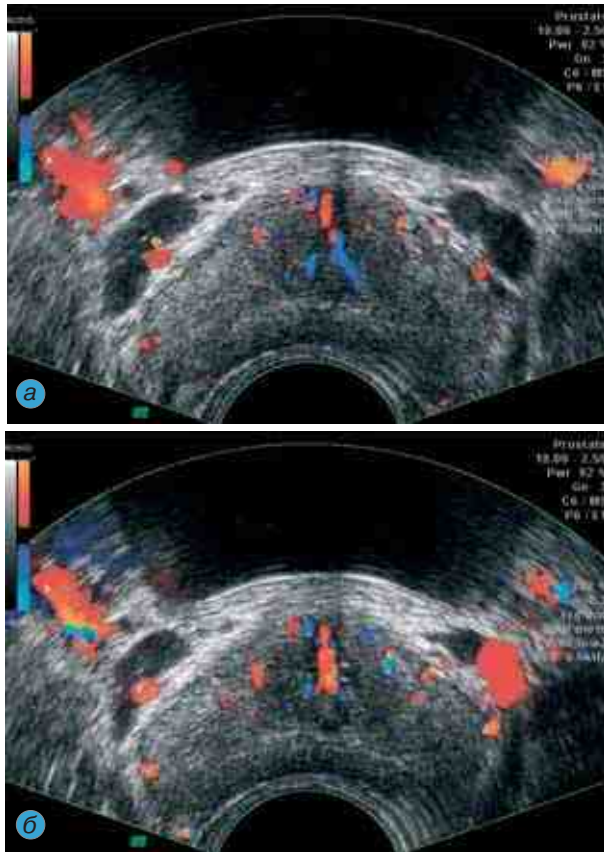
ТРУЗИ при венозном застое в малом тазу. Цветовая доплерограмма: а — визуализируются расширенные перипростатические вены; б — при проведении пробы Вальсальвы отчетливо фиксируется ретроградный кровоток в венах санториниевого сплетения
